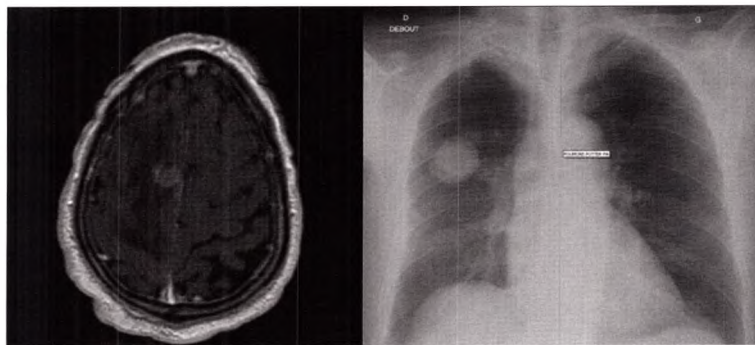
❖ À gauche, IRM en séquence T1 après injection de produit de contraste : tumeur intra-axiale, bien délimitée, frontale droite, rehaussée après injection, avec un œdème périlésionnel important. À droite, radiographie du thorax montrant une opacité arrondie du poumon droit. Métastase cérébrale d'un cancer bronchique.
